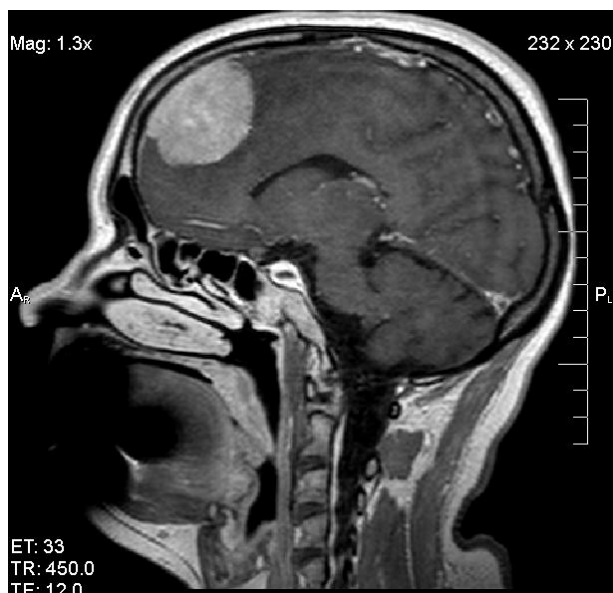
Менінгеома лівої лобової частки (МРТ з підсиленням)
